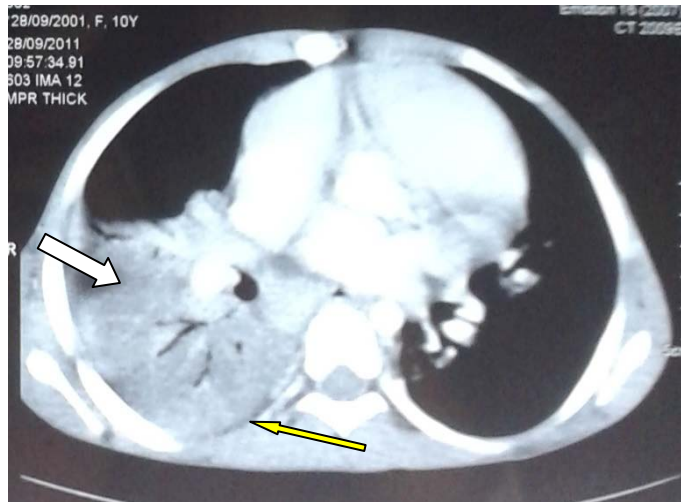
TDM thoracique : coupe axiale en fenêtre médiastinale montrant une opacité alvéolaire lobaire inférieure droite associée à une lame d'épanchement liquidien pleural droit en rapport avec une TBK pulmonaire.
